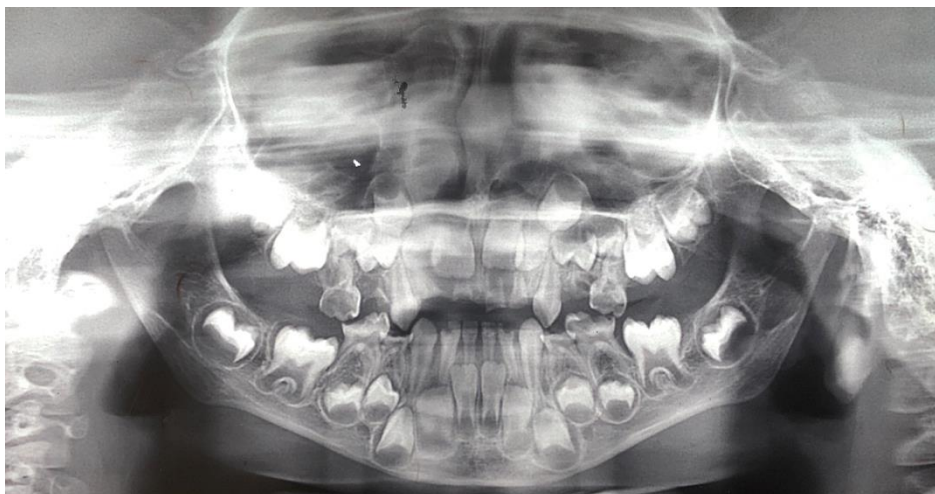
Radiografia panorâmica com dentes cariados - Agosto de 2017
